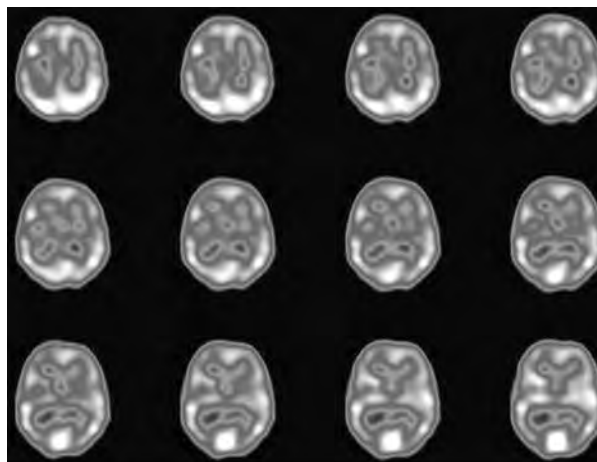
Tomografía por medio de emisión de fotón único para el estudio de perfusión cerebral. Recuperado de: http://www.imagenesotamendi.com.ar/medicina_nuclear/estudios.php.
